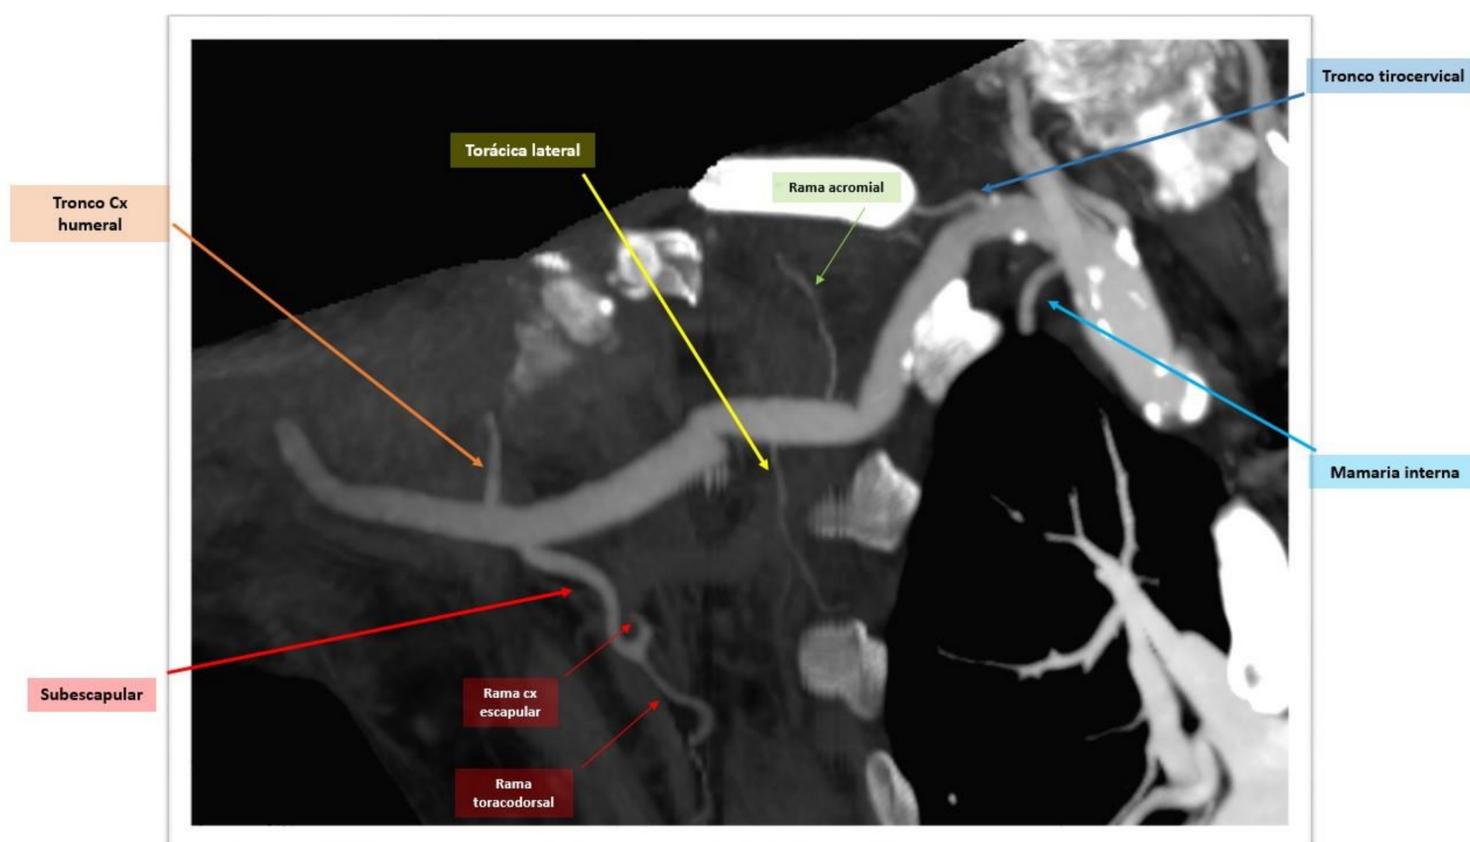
Reconstrucción MIP coronal del TC del paciente en la Figura 9.
